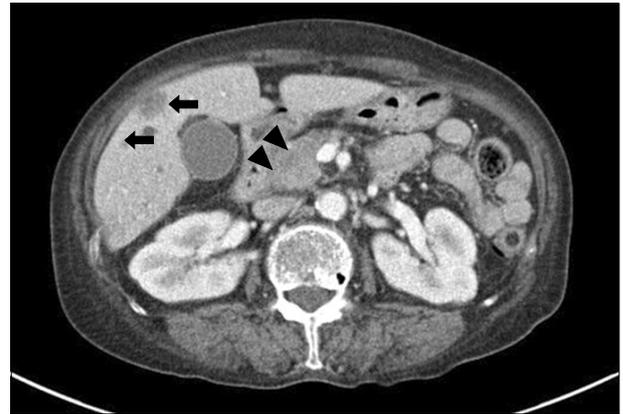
Contrast-enhanced abdominal computed tomography showing multiple liver metastases (arrows) by the pancreatic head malignancy (arrowheads) invading the adjacent gastric wall, distal common bile duct and vessels.
